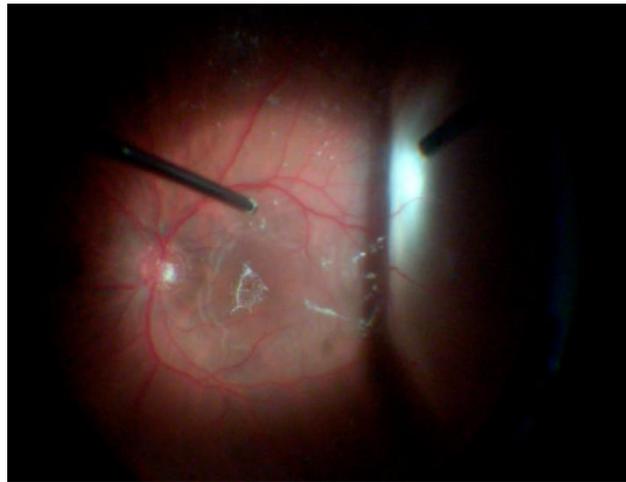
Картина глазного дна пациента через 8 суток после тяжелой контузии. Интраоперационно обнаружены складки ПВР в макулярной области, отслойка сетчатки в 2-х квадрантах, отрыв сетчатки от зубчатой линии
